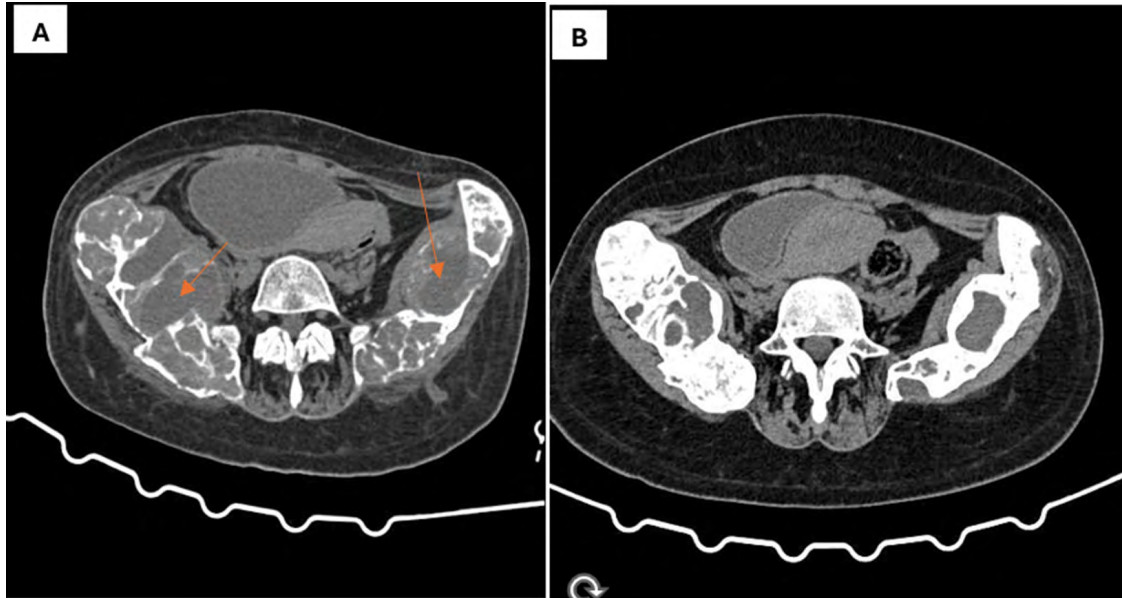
Tomografía computarizada
